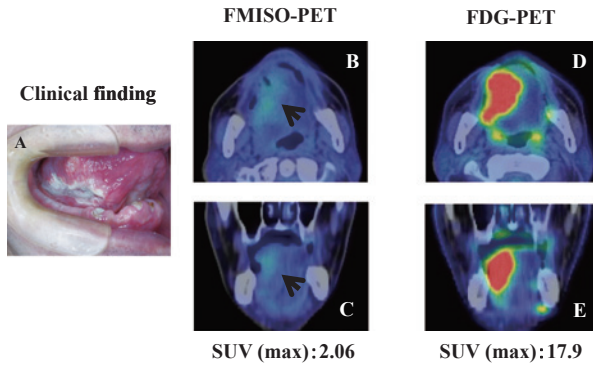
症例3 (舌扁平上皮癌)の臨床所見, FMISO-PET, FDG-PET所見。(A) 臨床所見: 右舌縁に浸潤性の癌を認める。(B, C) FMISO-PET所見: 舌癌の部位に一致してFMISOの集積が認められる(矢印)。SUV (max) は2.06であった。(D, E) FDG-PET所見: 舌癌の部位に一致してFDGの集積が認められる。SUV (max) は17.9であった。
